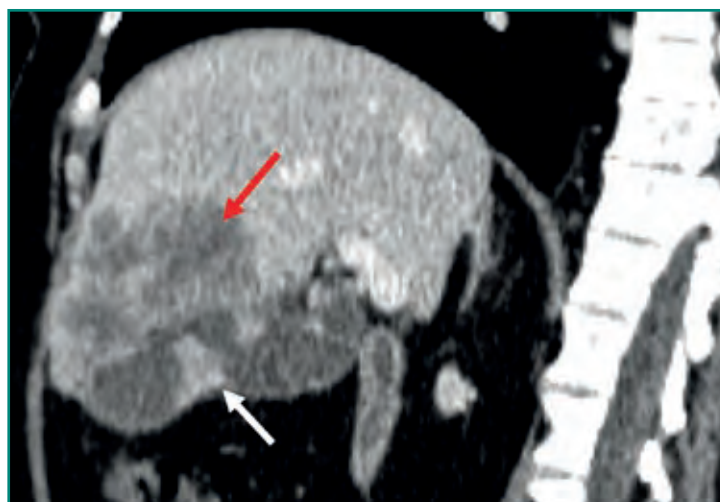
TC sagital que demuestra masas dentro de la vesícula (flecha blanca) e invasión del hígado por contigüidad (flecha roja).
